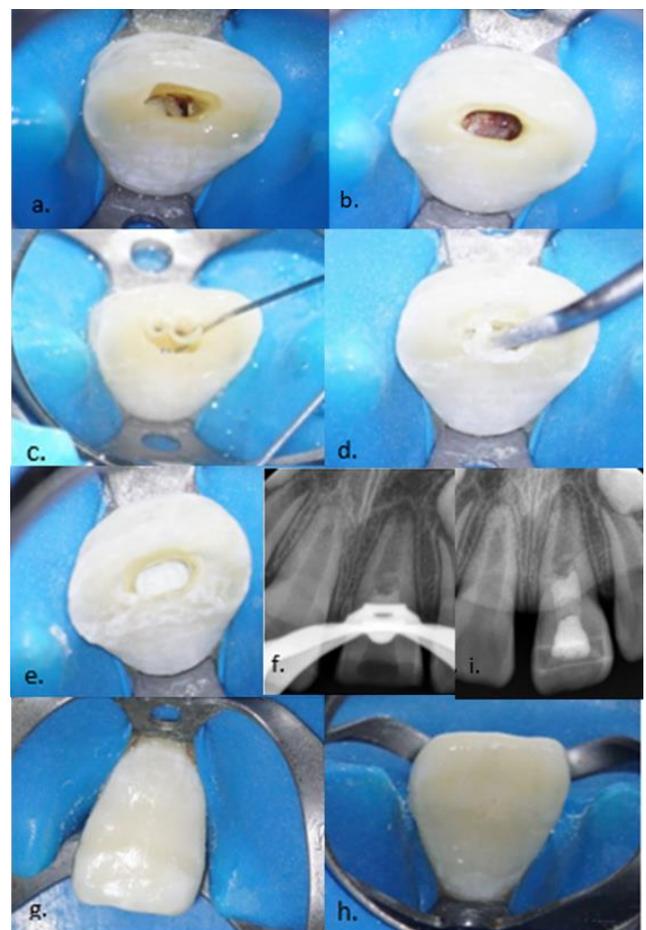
a. Pulpa necrótica b. Pulpa vital c. Control de hemostasia con suero fisiológico d y e. Colocación de MTA f. Cara vestibular g. Cara palatina h. Radiografía de control de obturación i. Radiografía final.
